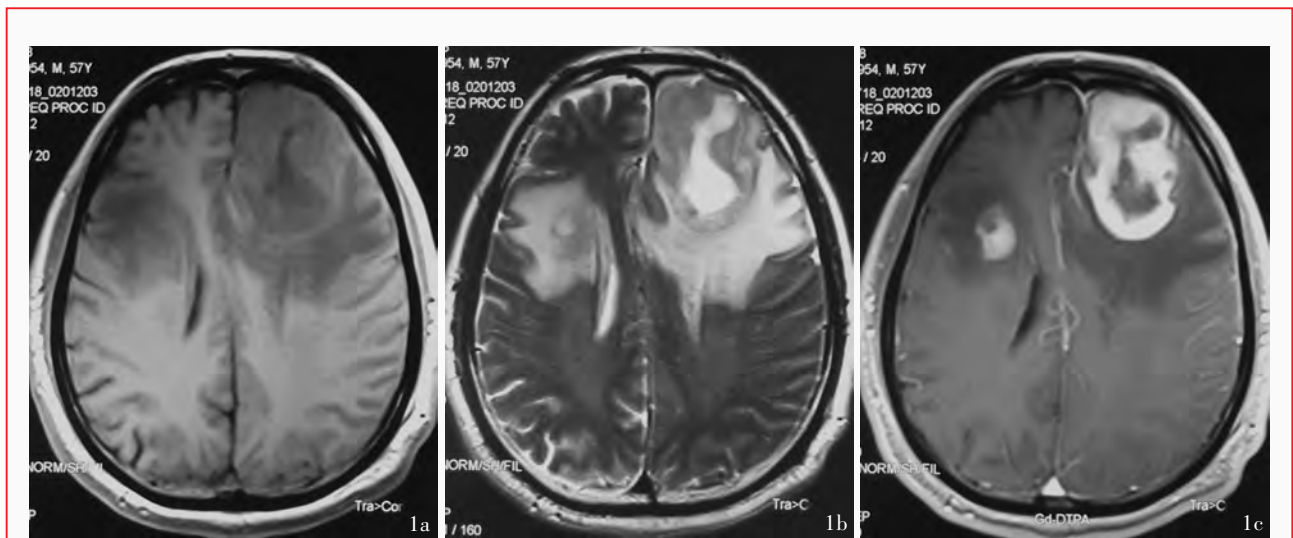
头部MRI检查显示,病灶位于双侧额叶,水肿明显,伴轻度中线移位 1a 横断面T₁WI扫描病灶呈等信号 1b 横断面T₂WI扫描病灶呈高信号 1c 横断面T₁WI增强扫描病灶呈不规则强化
